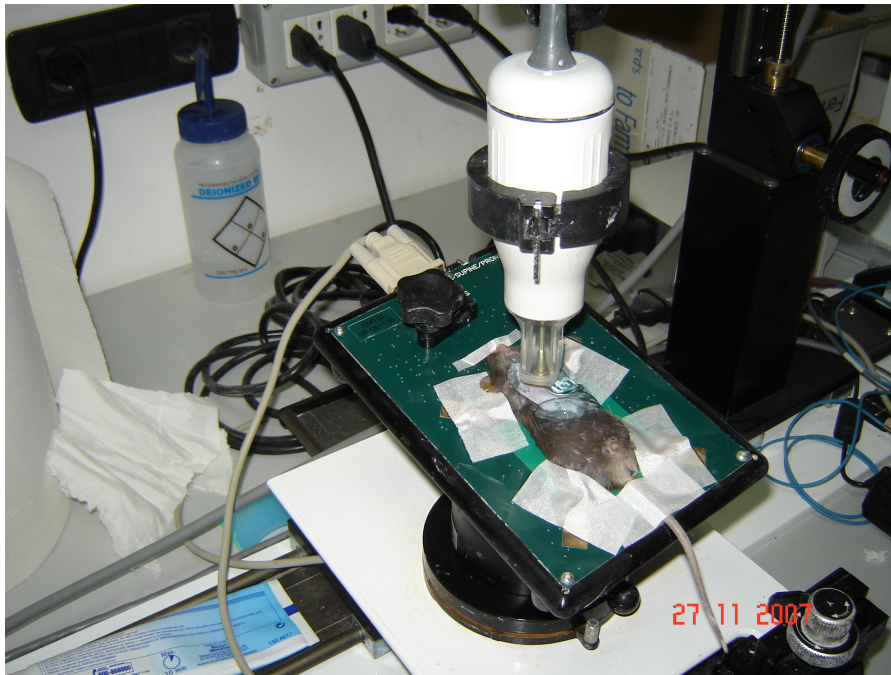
Proiezione parasternale sinistra
